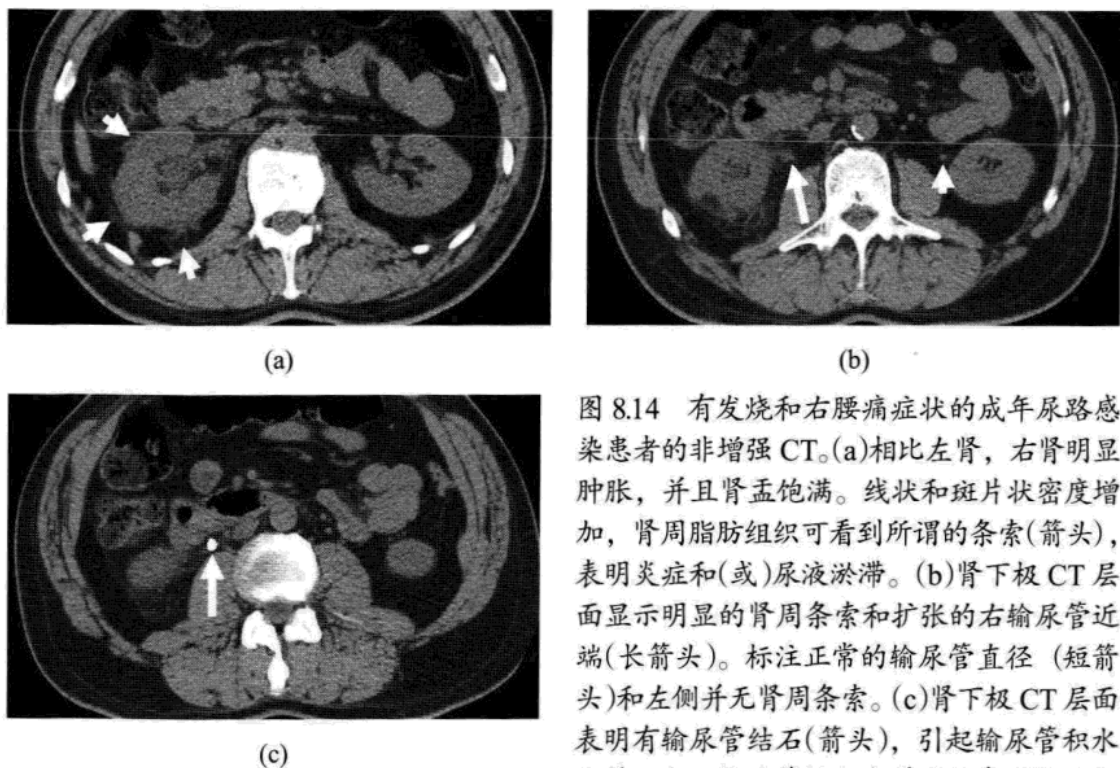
有发烧和右腰痛症状的成年尿路感染患者的非增强 CT。(a)相比左肾，右肾明显肿胀，并且肾盂饱满。线状和斑片状密度增加，肾周脂肪组织可看到所谓的条索(箭头)，表明炎症和(或)尿液淤滞。(b)肾下极 CT 层面显示明显的肾周条索和扩张的右输尿管近端(长箭头)。标注正常的输尿管直径(短箭头)和左侧并无肾周条索。(c)肾下极 CT 层面表明有输尿管结石(箭头)，引起输尿管积水和肾积水。输尿管梗阻合并发热表明肾盂积脓，需要紧急抗生素治疗和经皮引流。
